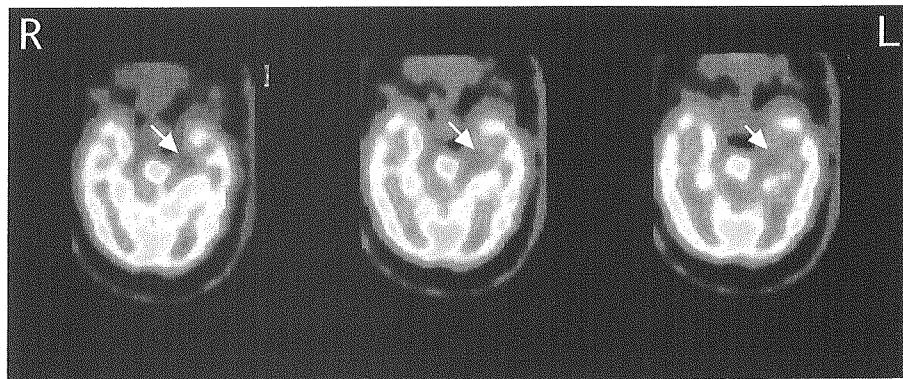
HMPAO-SPECT 海馬長軸水平画像（99.3.15撮影）
